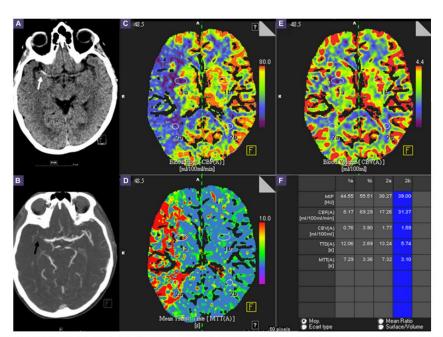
CTA et CTP (A. CT. B. CTA, MIP. C. Cartographie CBF. D. Cartographie MTT. E. Cartographie CBV. F. Tableau des valeurs pour les différents paramètres de perfusion des régions d'intérêts). On voit sur le CT un thrombus hyperdense spontanément dans la portion 11 proximale de l'ACM gauche. Après injection d'iode, on confirme l'occlusion de l'ACM gauche en M1. Le CTP permet de visualiser et de différencier la zone de pérombre (baisse du CBF < 20 mL/100 g/min, augmentation du CBV, allongement du MTT) du noyau ischémique nécrotique (baisse du CBF < 10 mL/100 g/min et du CBV, allongement du MTT). On observe un important mismatch entre le volume de tissu nécrosé et la pérombre.
